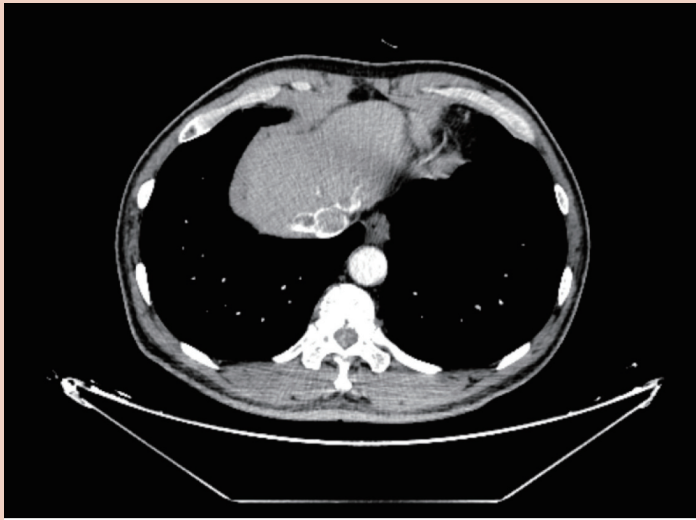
胸部增强 CT（部分）展示食管中下段偏心性增厚，未见淋巴结转移
